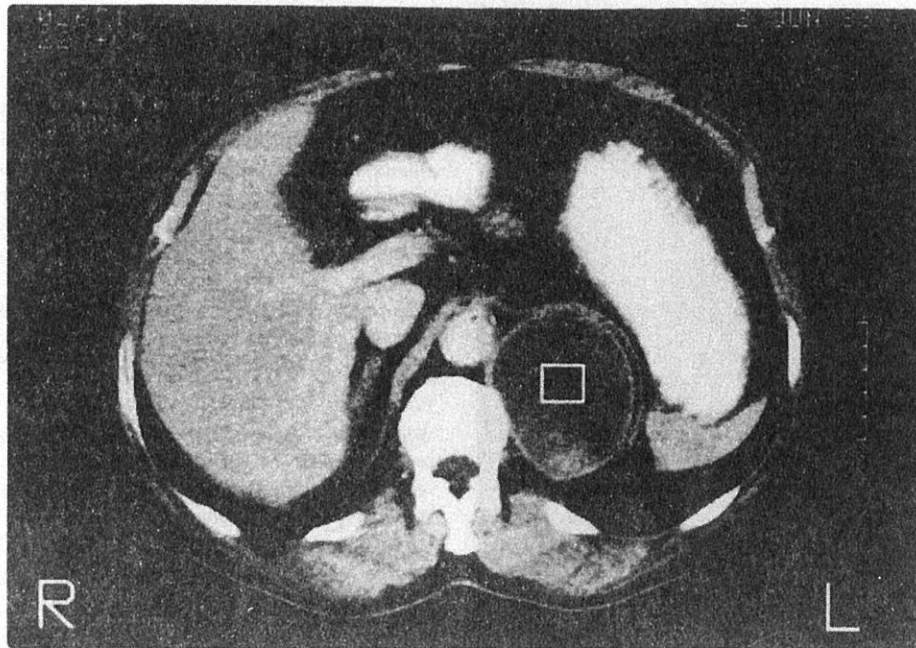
Computed tomography. At the level of the second lumbar vertebra shows a left retrocrural cystic mass displacing the left crus of the diaphragm anterolaterally.
